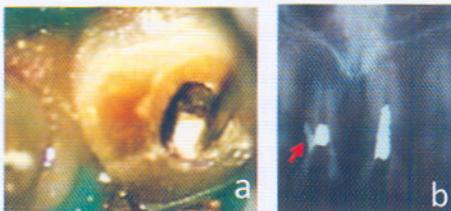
Gambaran gigi 11,21 sebelum perawatan a)klinis b)radiografis
